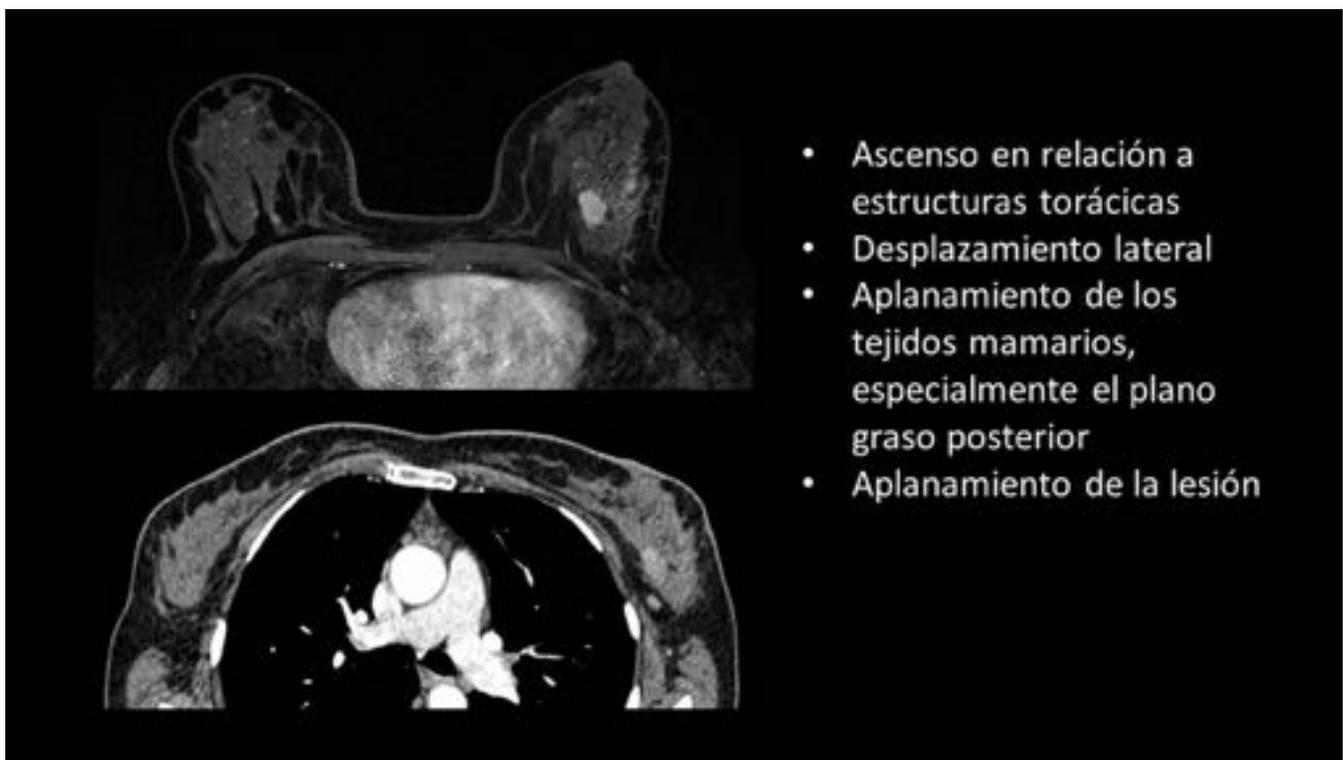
Efectos del diferente posicionamiento en decúbito prono y supino, en la mama y las lesiones. Se compara una RM con un TC donde el posicionamiento de la paciente es similar al empleado en ecografía.
